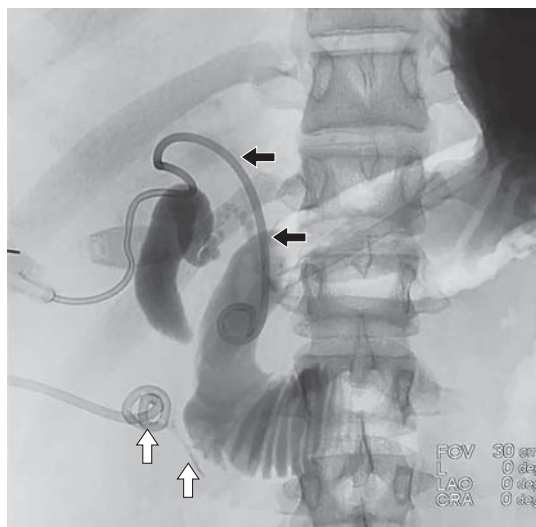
Рентгенограмма. Дренажирование забрюшинной клетчатки справа. Черными стрелками указан дренаж в ЖП, белыми стрелками — затек контрастного препарата и дренаж в забрюшинной клетчатке.
